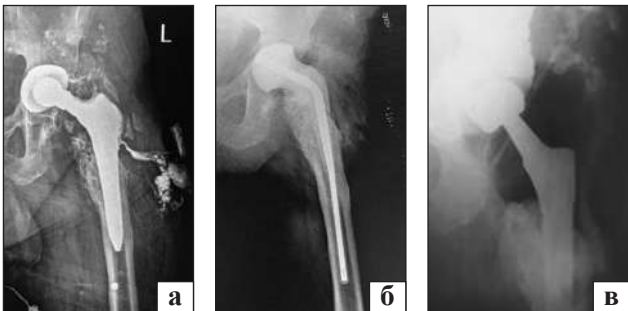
Пацієнт Я. Рентгенограми «до» та «після» оперативних втручань: перипротезна інфекція лівого кульшового суглоба (а); після ревізії, встановлення металоцементного спейсера (б); після ревізійного ендпротезування (в)
